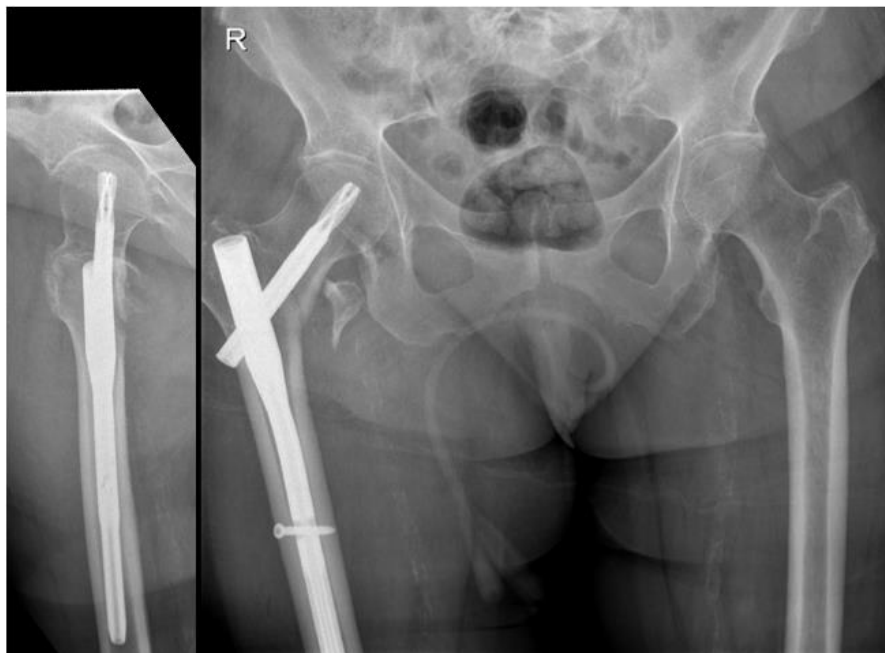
Postoperative Röntgenaufnahmen in antero-posteriorer und axialer Ansicht nach Versorgung mit Proximalem Femurnagel
